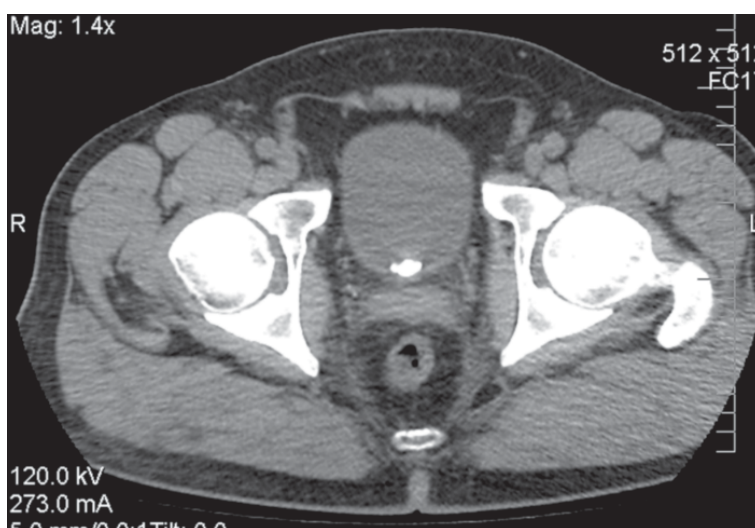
Комп'ютерна томографія пацієнта до операції
